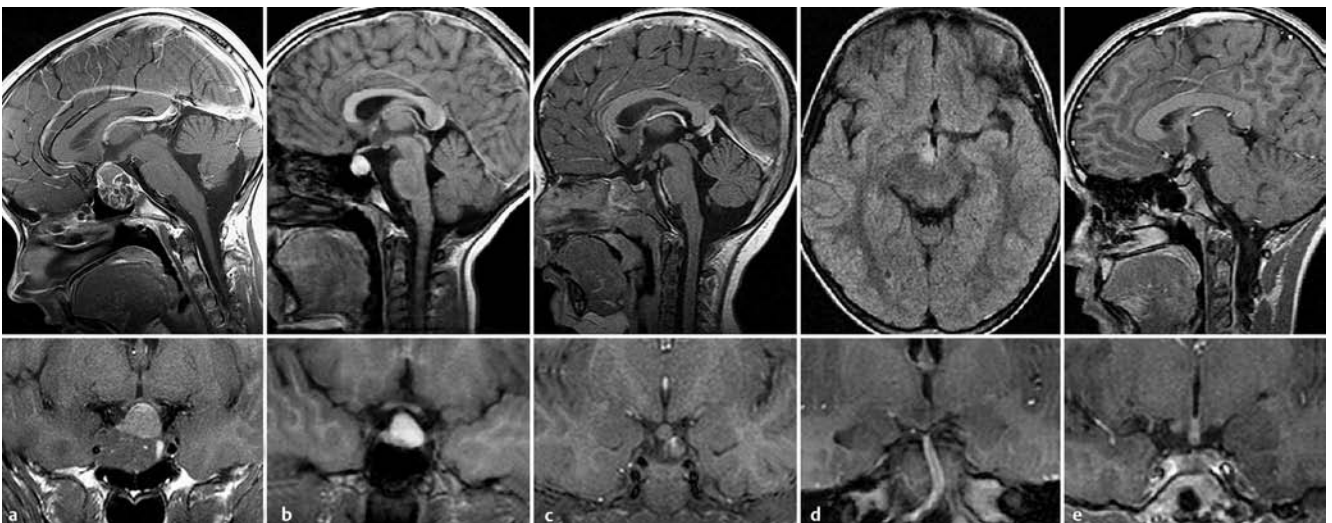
Supraselläre Raumforderungen. a Kraniopharyngeom – vorwiegend zystische Raumforderung mit T1-hyperintensem Zysteninhalt (T1-Gewichtung mit Kontrastmittel sagittal, T1-Gewichtung koronar). b Rathke-Taschen-Zyste – T1-hyperintense Zyste ventral des Hypophysenstiels (T1-Gewichtung sagittal und koronar). c, d Pedunkuläre und sessile Hypothalamushamartome – bei T1-Gewichtung kortexisointense Raumforderungen (in c T1-Gewichtung mit Kontrastmittel sagittal, T1-Gewichtung koronar; in d FLAIR axial, T1-Gewichtung koronar). e Supraselläres Germinom – kontrastmittelanreichernde Auftreibung des Hypophysenstiels (T1-Gewichtung mit Kontrastmittel sagittal und koronar).
